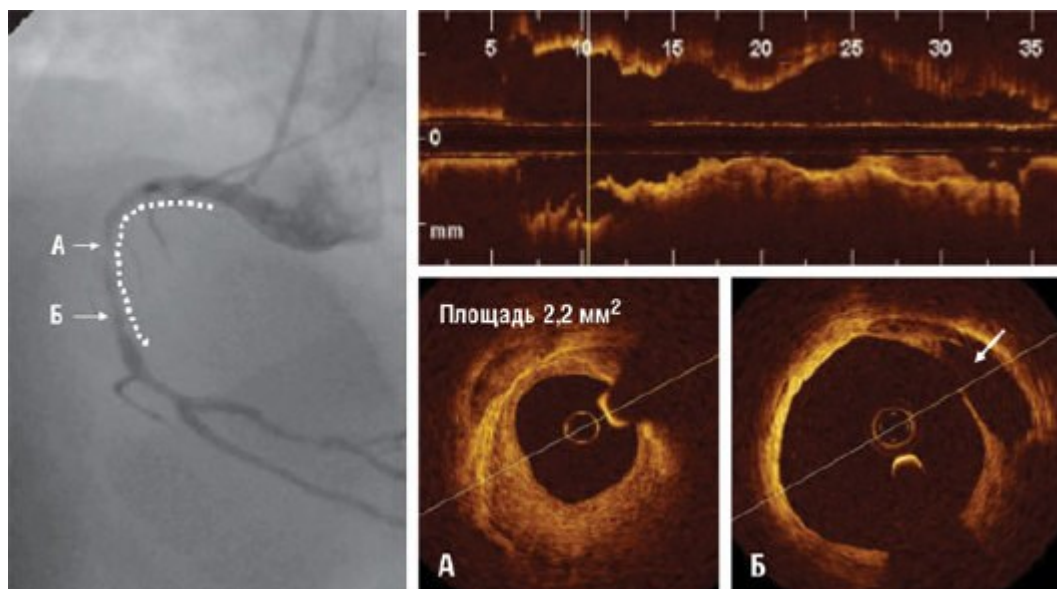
Ряд 1. Бляшка в дистальной части ПВА (указана стрелкой на ангиографическом изображении), провоцирующая ишемию. На соответствующем изображении, полученном методом оптической когерентной томографии, тромб в просвете сосуда указан стрелкой. Ряд 2. Более проксимальные бляшки в той же артерии при автоматическом обратном движении ультразвукового датчика со скоростью 3 мм/с во время введения контраста. Продольная реконструкция (справа сверху) показывает более 30 мм сосуда, хорошо визуализированного при одном обратном пробеге датчика, что соответствует сегменту, отмеченному точечной линией на ангиографическом изображении. В сегменте, отмеченном буквой А на ангиографическом изображении, наблюдается стабильная бляшка с гладкими контурами (А). На изображении, полученном методом оптической когерентной томографии (Б), стрелка указывает на более дистально расположенную изъязвленную бляшку с большой полостью, сообщающейся с просветом сосуда.
